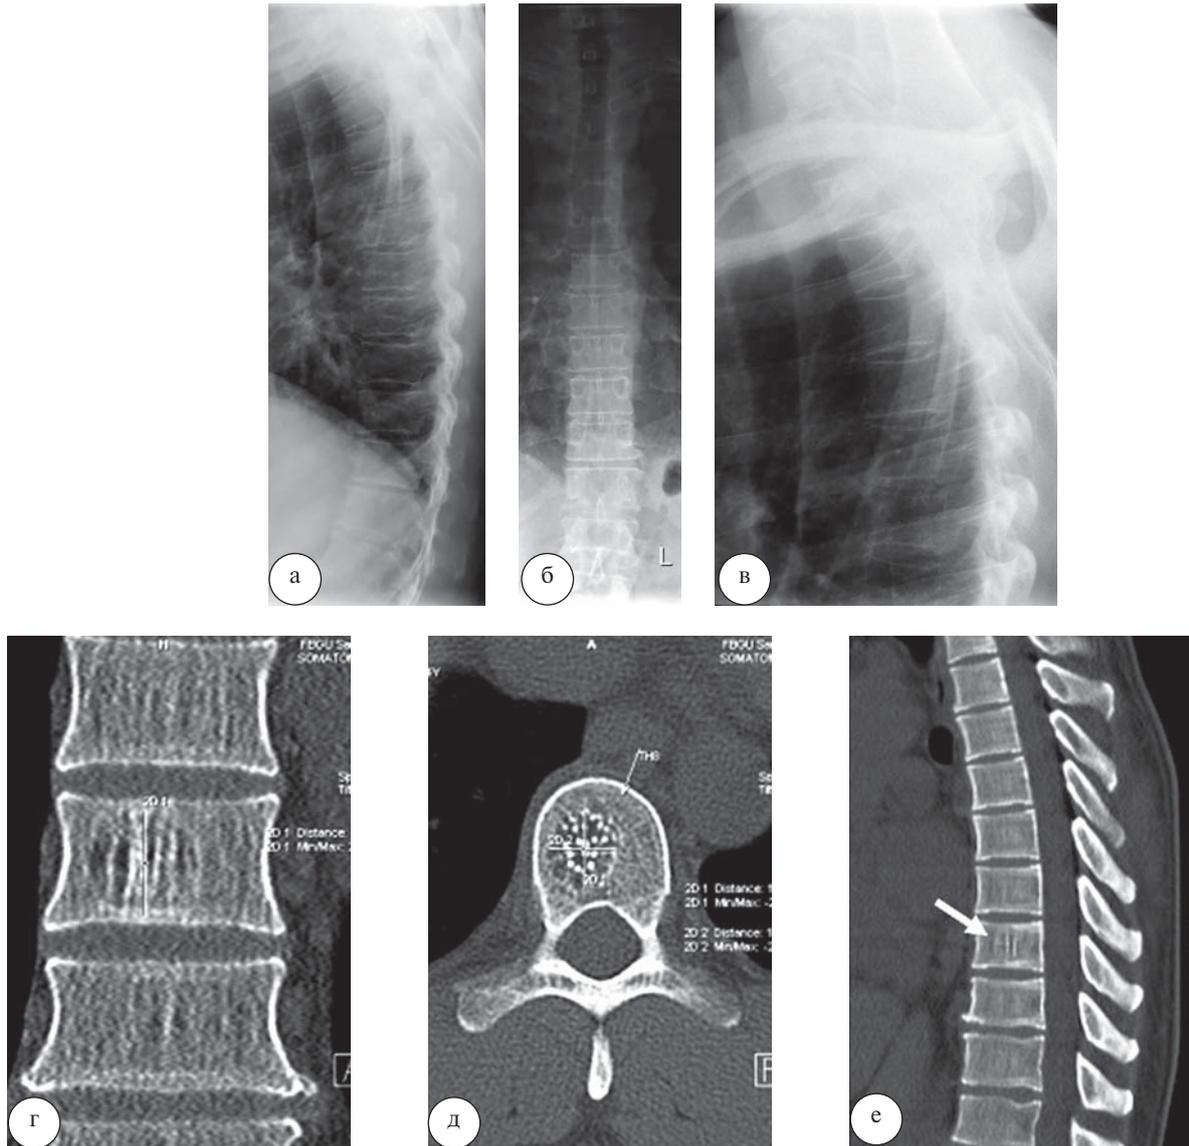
Больной Д., 34 года. При рентгенографии грудного отдела позвоночника в прямой и боковых проекциях (а, б, в) определяются умеренные проявления остеохондроза грудного отдела позвоночника. На КТ во фронтальной (г), аксиальной (д), сагиттальной (е) плоскостях определяется умеренный остеохондроз грудного отдела позвоночника, остеоартроз реберно-позвоночных сочленений, гемангиома тела позвонка Th8
